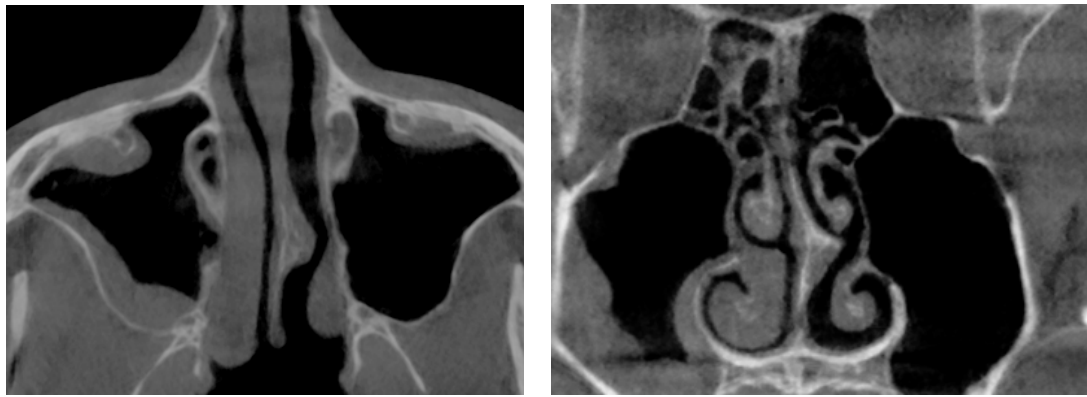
Комп'ютерна томографія пацієнта з наслідками хронічного риносинуситу: а) аксіальний томографічний зріз; б) мультипланарна реконструкція у фронтальній проекції
